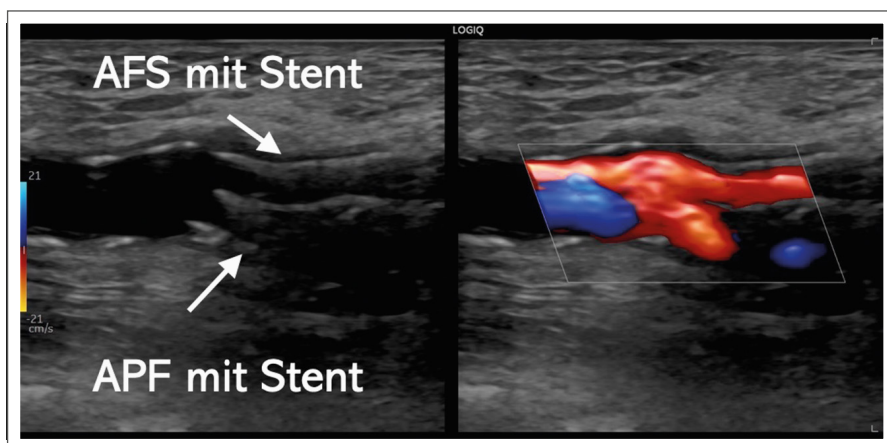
Duplexsonographische Kontrolle postinterventionell: Zur Darstellung kommen die Kissing-Stents in der Femoralisgabel.
